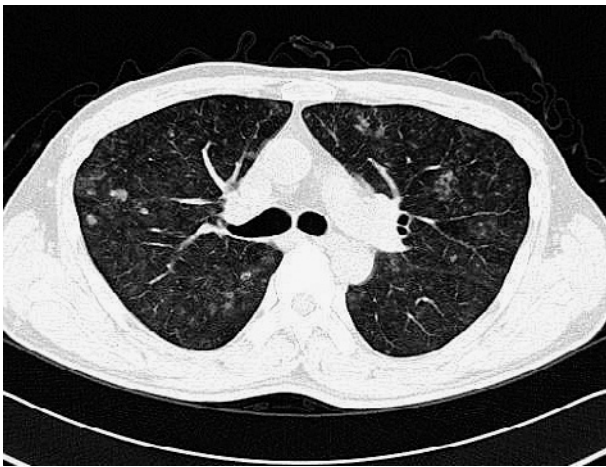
Chest computed tomographic scan performed in November 2011 shows small nodules and areas of diffuse ground-glass opacity in the bilateral lungs.
